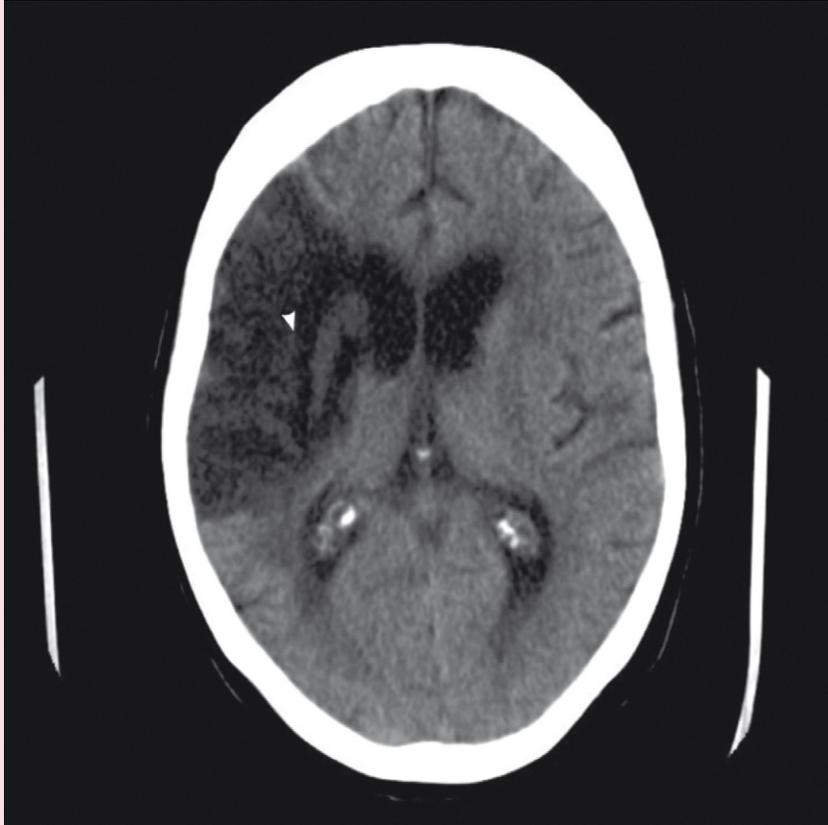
Tomografía computarizada con infarto extenso de la arteria cerebral media derecha.
